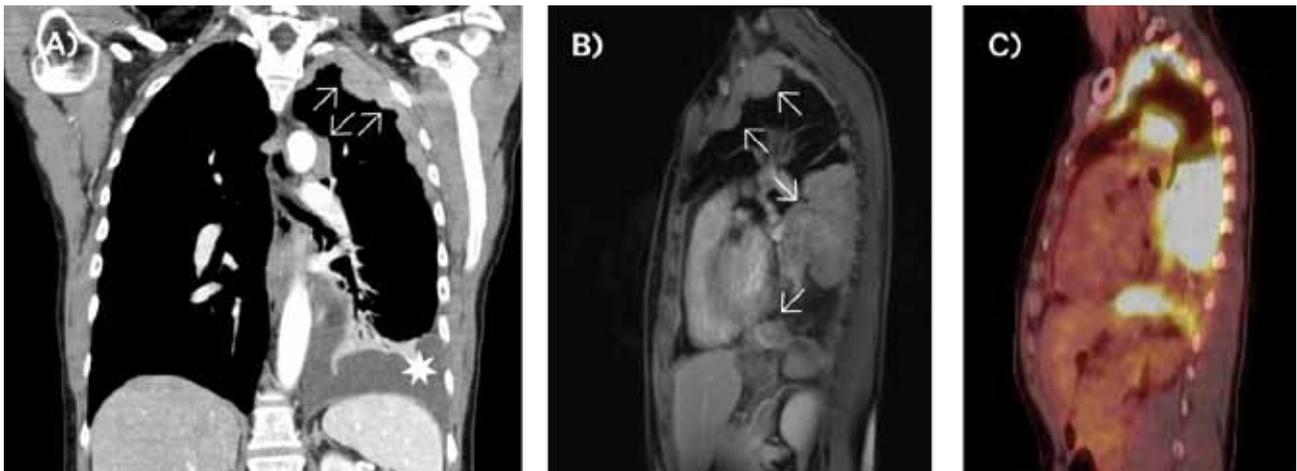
Typischer Befund: (A) CT-Thorax, (B) MRT-Thorax und (C) PET-CT einer Patientin mit neu diagnostiziertem malignen MPM links; es finden sich z.T. grobknotige, stark PET-positive Auflagerungen auf der Pleura (Pfeile) sowie ein residuelles liquides basales Pleuraprodukt (Stern) in der CT nach Drainagetherapie.
